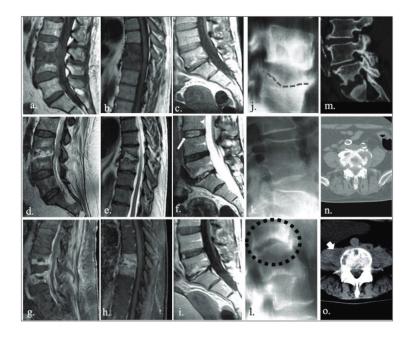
Imaginile IRM prezintă o intensitate scăzută a semnalului pe secvențele T1 (a., b., c.) și o intensitate crescută pe secvențele T2 (d., e., f.), evidențiind modificări atât în discul intervertebral, cât și în platourile vertebrale. Pierderea fisurii intranucleare normale (f., săgeata albă) indică alterări ale țesutului fibros din nucleul pulpos. Vascularizația post-inflamatorie și formarea de țesut granulomatos pot duce la o intensificare semnificativă a semnalului după administrarea de contrast (g., h., i.). CR poate detecta eroziunea subcondrală ca prim semn (j., linia punctată), CT poate evalua osteoliza și extinderea infecției în țesuturile adiacente (m., n., o., săgeata albă) [18].
